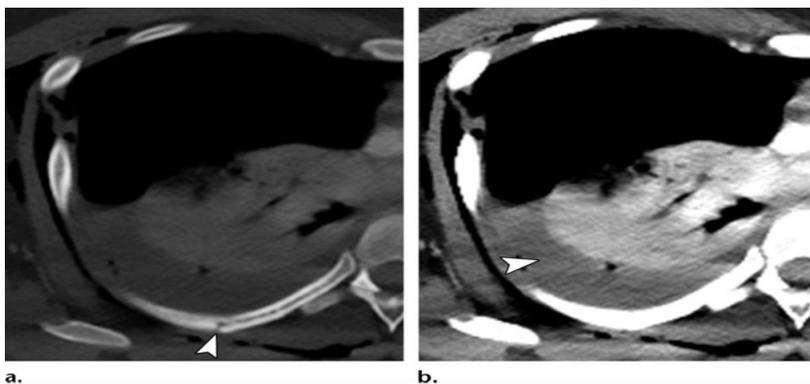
Las imágenes axiales de TC muestran secuelas de trauma. (a) Ventana ósea muestra una fractura de hebilla de grado intermedio (punta de flecha). (b) Ventana de tejido blando en el mismo nivel muestra un hemoneumotórax derecho (punta de flecha) con enfisema subcutáneo.
